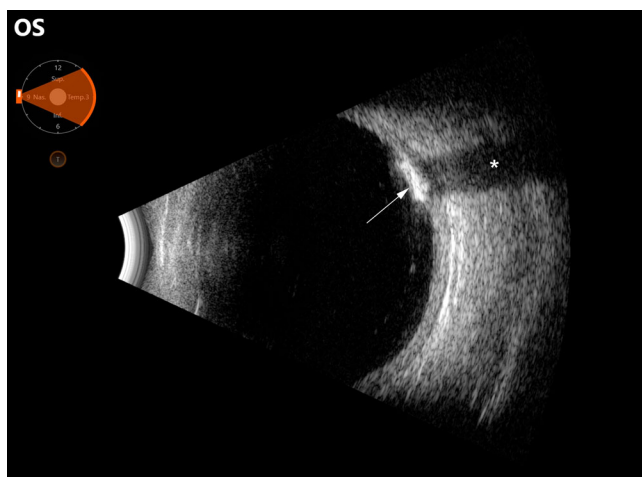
◀ Sonographie des linken Auges. Die Läsion stellt sich als hyperechoogene Struktur (Pfeil) mit distaler Schallauslöschung (Sternchen) dar. Eine retrobulbäre Raumforderung ist nicht sichtbar
